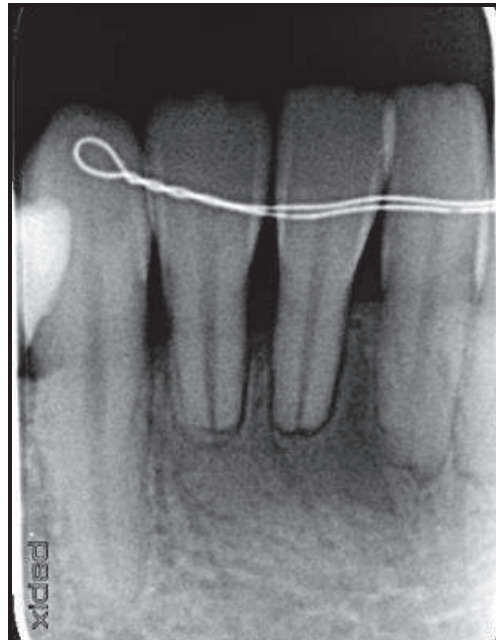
radiographie rétroalvéolaire présentant une résorption apicale des dent n°41 et n°42 (cliché du Dr Balthazard, 2012)
